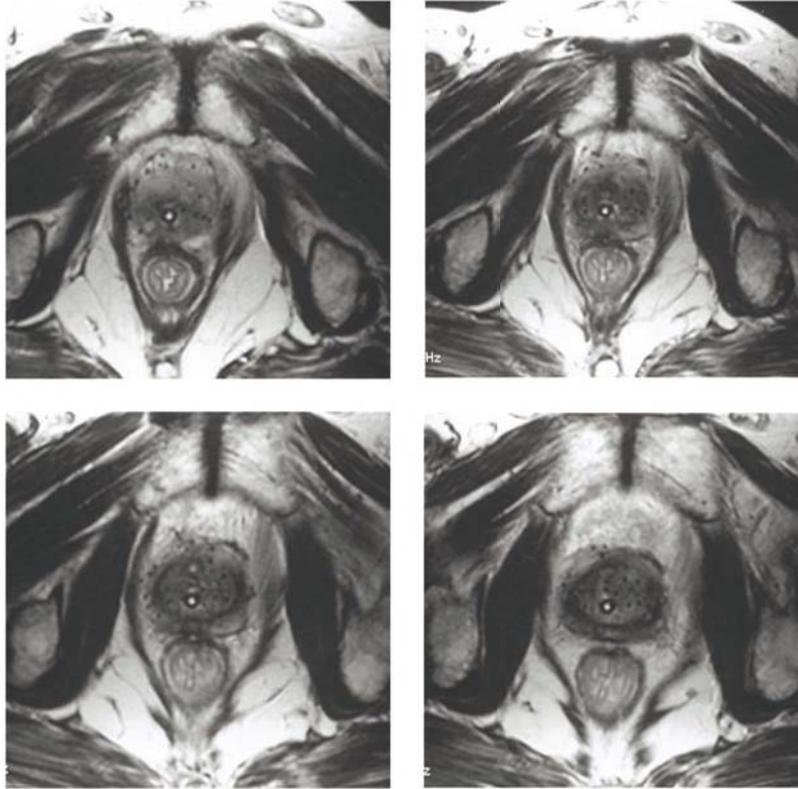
Aspecto post-implante utilizando imágenes de RMN. Del análisis de la misma se puede identificar la cápsula prostática y zonas de baja señal que corresponden a semillas de 125-I. La identificación de todas las semillas es crítica con esta modalidad de imagen por lo que su uso rutinario no está aceptado comúnmente.
